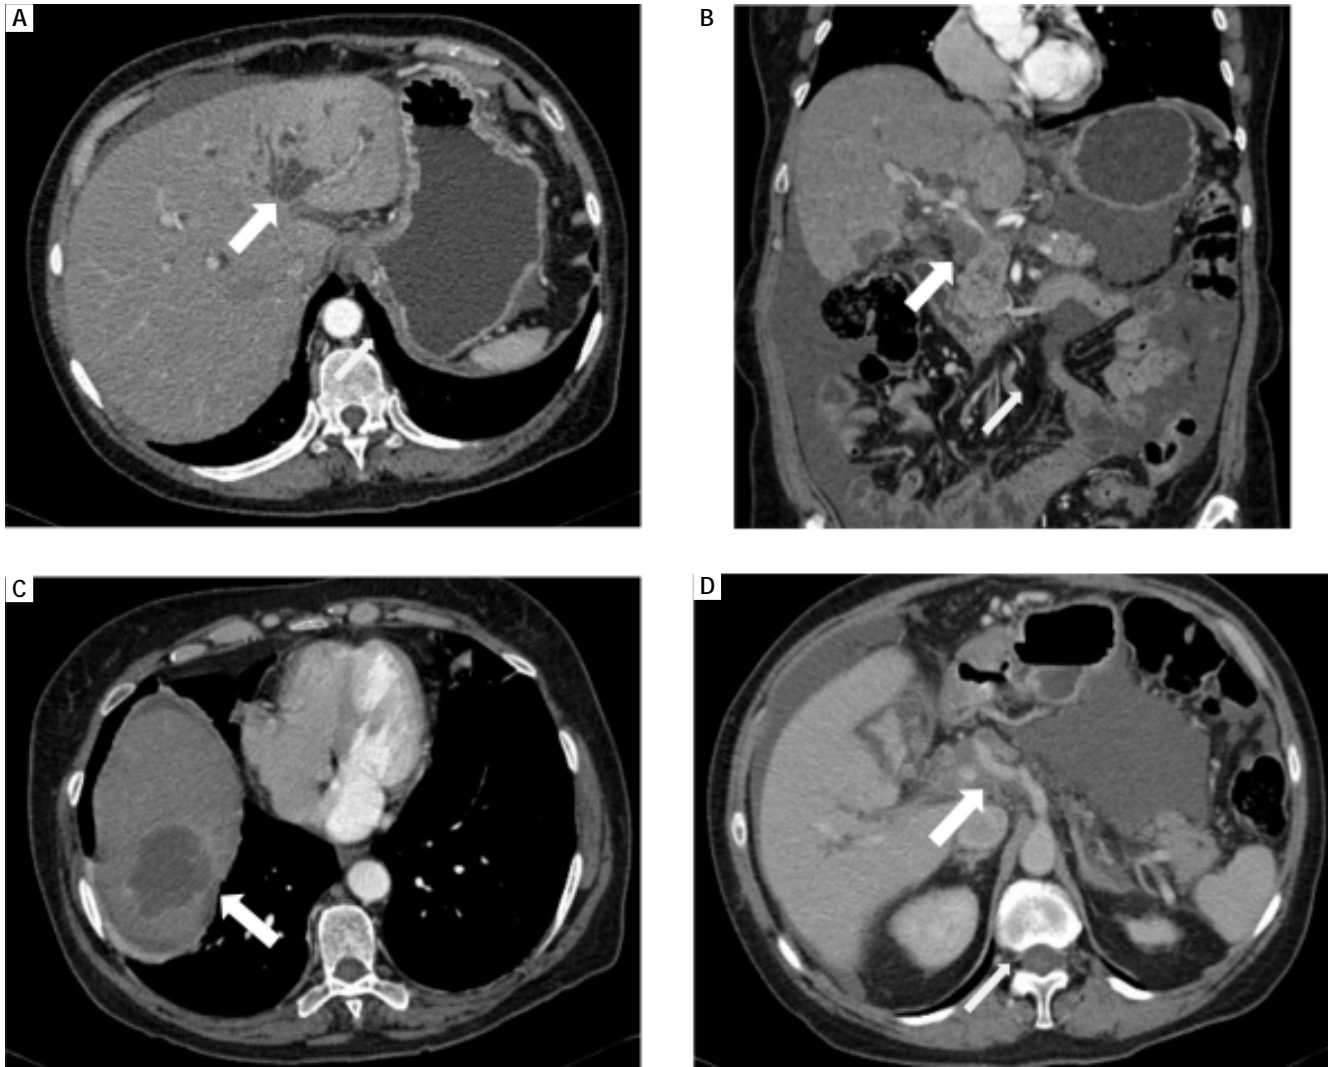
Tomografía computarizada de abdomen contrastada que muestra dilatación de la vía biliar intrahepática de predominio izquierdo (A), extrahepática (B), lesión hepática hipodensa en segmento 7 (C) y lesión sólida periportal hipodensa (D).
